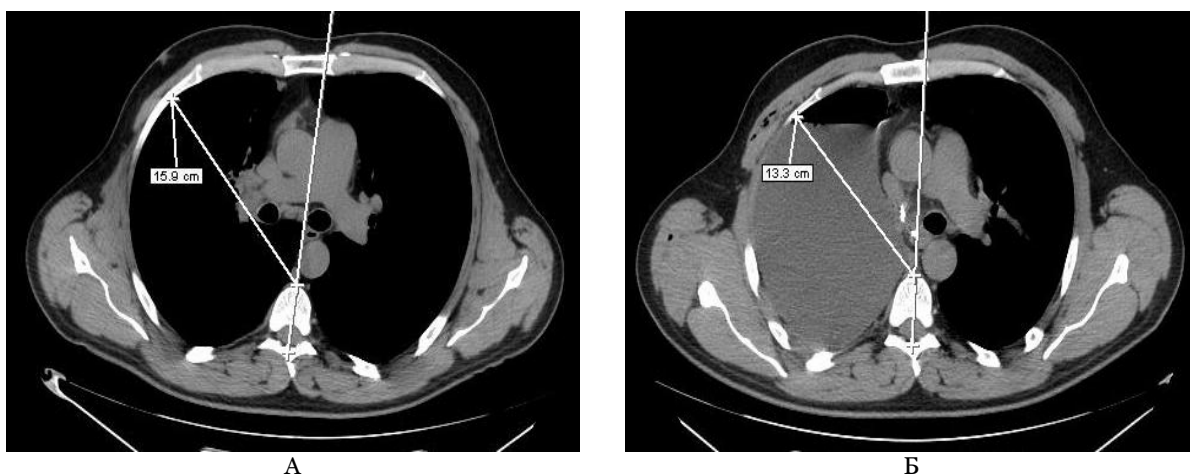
Компьютерная томограмма пациента Ж. Аксиальный срез на уровне ThVI. Отмечен отрезок, отражающий степень западения передне-боковой стенки правой половины грудной клетки. Обозначения: А – до операции; Б – 10-е сут после пневмонэктомии справа.
